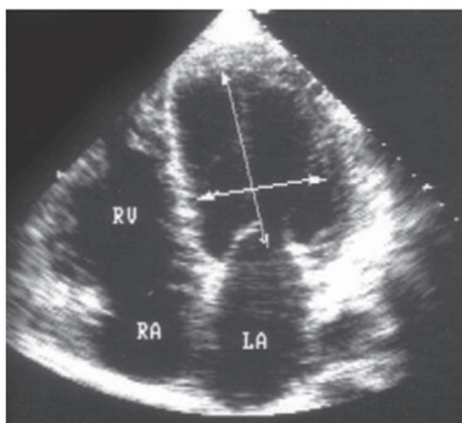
Двухмерная эхокардиограмма при ДКМП. М-модальное эхокардиографическое исследование на уровне митрального клапана. Стрелками показаны геометрические размеры левого желудочка, RV – правый желудочек, LA – левое предсердие, RA – правое предсердие, IVS – межжелудочковая перегородка. Расстояние от E-пика передней створки митрального клапана до межжелудочковой перегородки 25 мм
